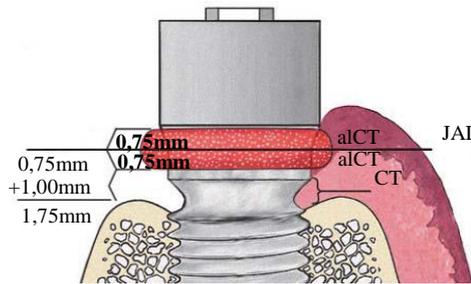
dimensões da interface do tecido mole JAI = junção abutment-implante; alCT= 1,5mm abutment infiltrado de células inflamatórias (0,75mm acima da JAI para 0,75mm abaixo da JAI); CT= zona de tecido conjuntivo saudável (aproximadamente 1mm) entre a base da alCT e o osso.
